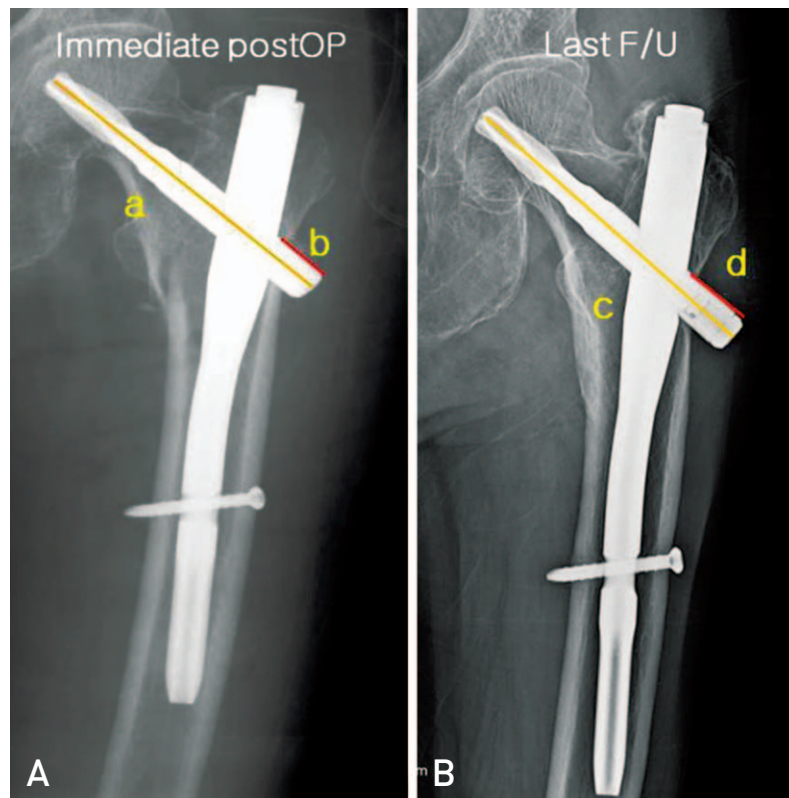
Measurement of sliding using radiographs. (A) Immediate postoperative radiograph. a: total length that immediate postoperative state, b: distal end length that immediate postoperative state. (B) The last Follow up radiograph. c: total length at the last follow up, d: distal end length at the last follow up, Correction factor: c/a , Corrected follow up sliding: $d/\text{Correction factor}$, Result: Corrected follow up sliding - d.
